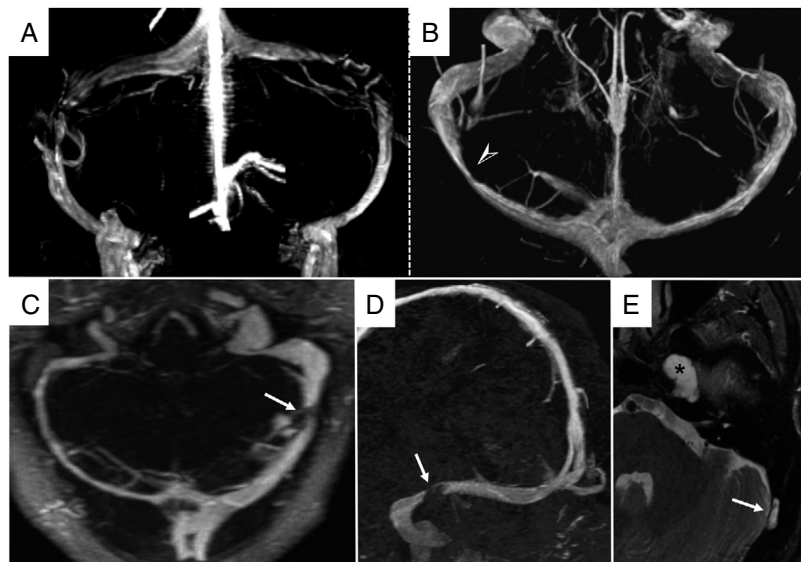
Estenosis de senos venosos transversos. Angio-RM venosa con contraste, reconstrucciones volumétricas 3D coronal (A) y transversal (B). A y B) Estenosis venosa extrínseca. A: estenosis bilateral típica en la región distal de los senos transversos. B: estenosis unilateral en el tercio medio del seno transversal derecho. C-E) Estenosis venosa intrínseca por granulación aracnoidea. C: angio-RM venosa con contraste con reconstrucción de máxima intensidad de proyección (MIP) en plano transversal en la que se visualiza hipoplasia del seno venoso transversal derecho y pequeño segmentoestenótico significativo en tercio distal de seno transversal izquierdo. D: reconstrucción MIP en plano parasagital que demuestra los bordes bien delimitados de la estenosis (flecha blanca). E: secuencia STIR transversal en la que se identifica una granulación aracnoidea como causa de la estenosis (flecha blanca). Obsérvese también un meningocele del *cavum* de Meckel (asterisco) asociado a la HII.
